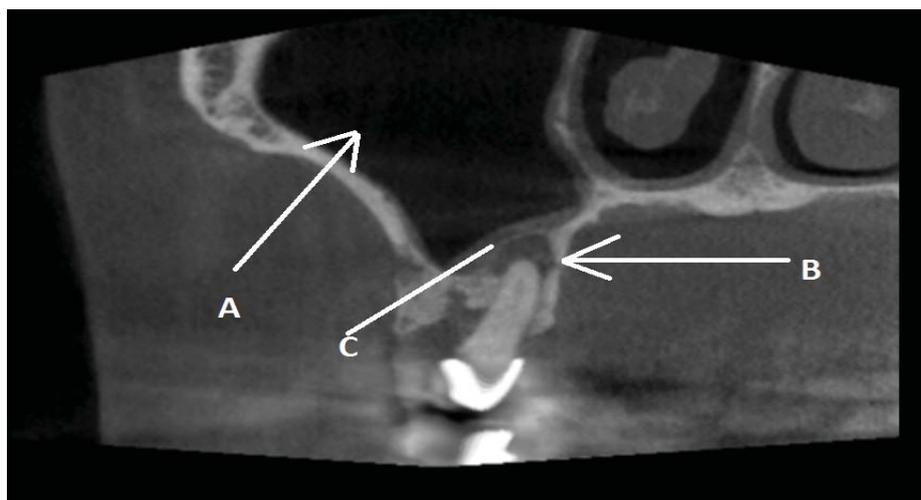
3D-КТ. Радикулярная киста верхней челюсти в области 16 зуба: А – ВЧП, В – киста, С – отнесенное истонченное костное дно ВЧП
